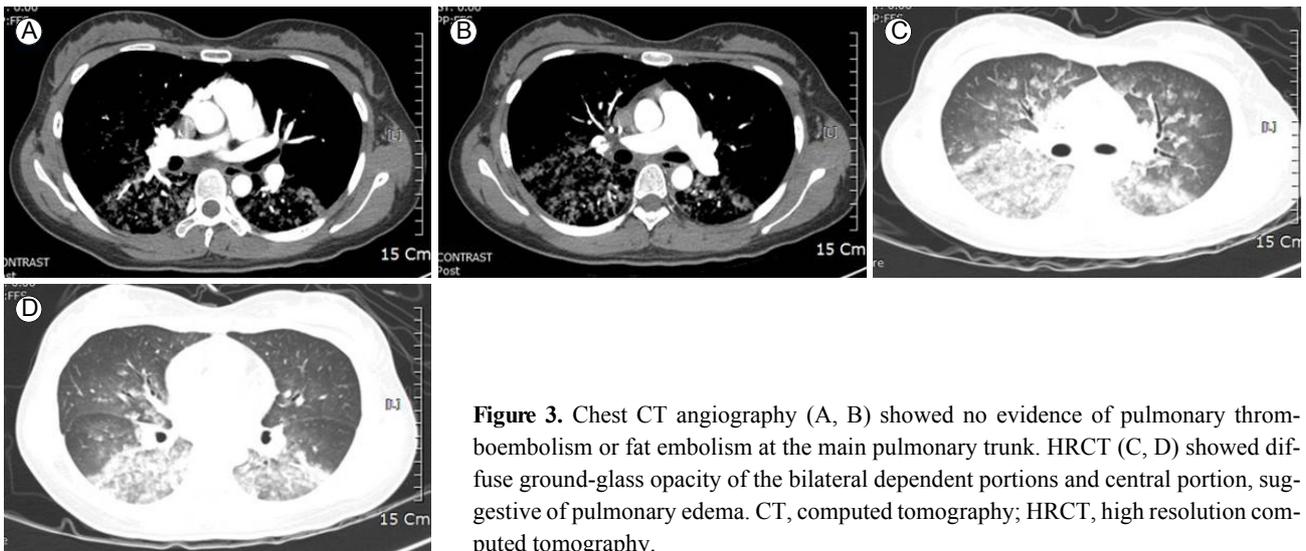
Chest CT angiography (A, B) showed no evidence of pulmonary thromboembolism or fat embolism at the main pulmonary trunk. HRCT (C, D) showed diffuse ground-glass opacity of the bilateral dependent portions and central portion, suggestive of pulmonary edema. CT, computed tomography; HRCT, high resolution computed tomography.
